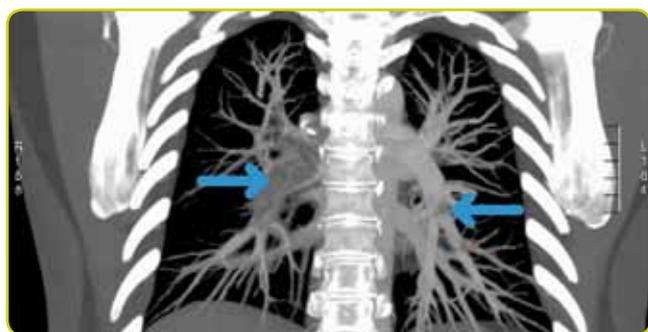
Imagen de un TAC con contraste de la misma paciente anterior. Obsérvese la presencia de émbolos en las dos arterias pulmonares principales (puntas de flecha).
